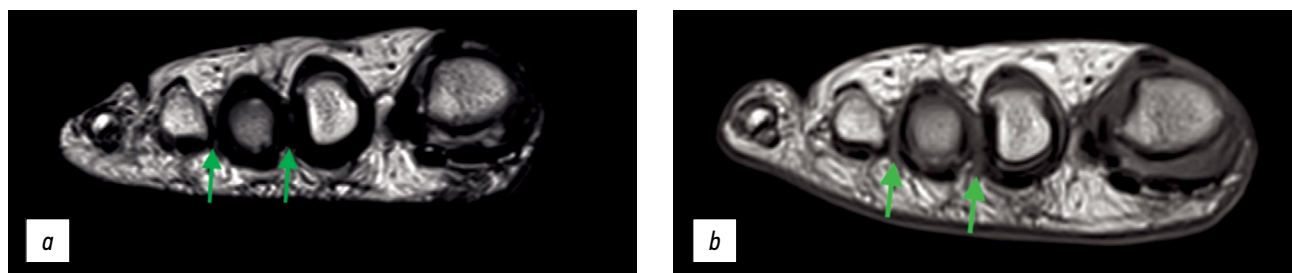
Этапные магнитно-резонансные томографии МРТ пациентки С.: *a* — сентябрь 2020 г.: два гипоинтенсивных образования во втором и третьем межпальцевых промежутках; *b* — сентябрь 2021 г.: два гипоинтенсивных образования во втором и третьем межпальцевых промежутках. При сравнении с МРТ от 2020 года — увеличение интенсивности сигнала (уменьшение плотности фиброза).
